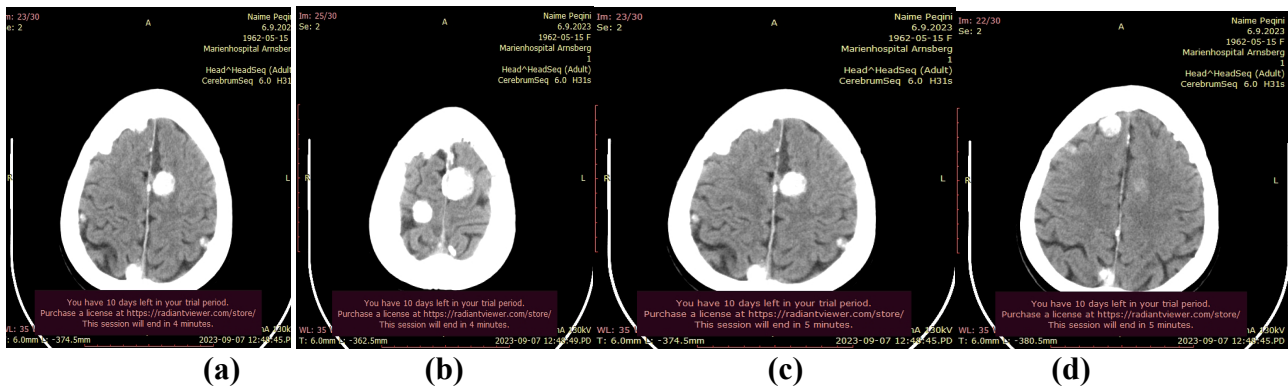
Tomografia aksiale e kompjuterizuar e kokës, ku evidentohet prania e meningiomave multiple të lokalizuara më së shumti në convexitetin cerebral et falx cerebri.
